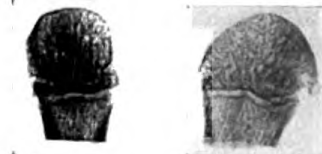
Fall 1. Röntgenbild des resezierten Metatarsalköpfchens in dorso-plantarer und seitlicher Aufnahme.
